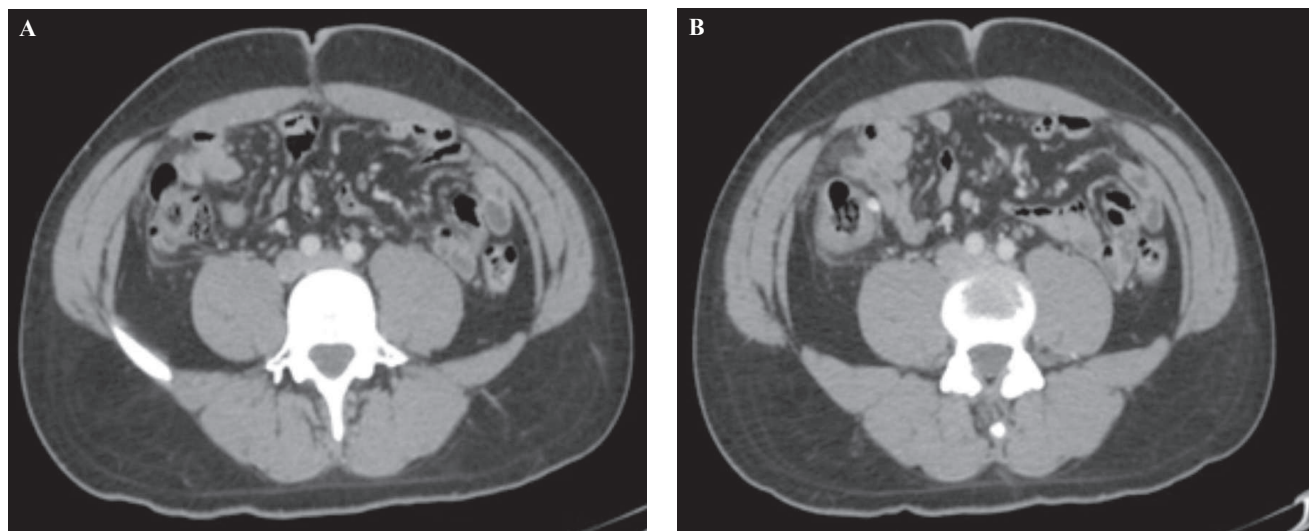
Tomografía abdominopélvica simple y contrastada con donde se observa al colon derecho con múltiples saculaciones dependientes de su pared en todos los segmentos, de contenido aéreo, algunas de ellas calcificadas, destacando a nivel del ángulo hepático un divertículo con solución de su continuidad, con irregularidad de su pared y realce al medio de contraste, asociado con estriación de la grasa periférica así como líquido libre.
